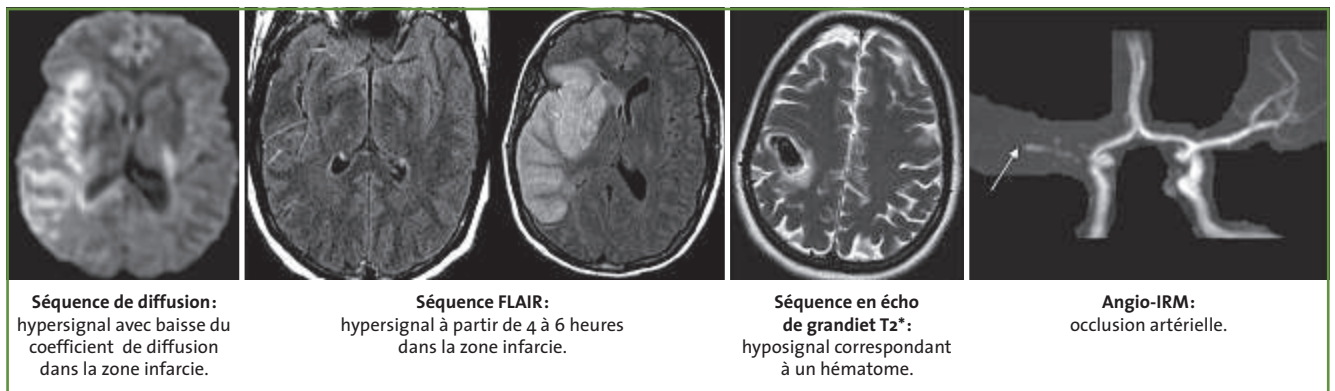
IRM cérébrale à la phase aiguë d'un AVC.
